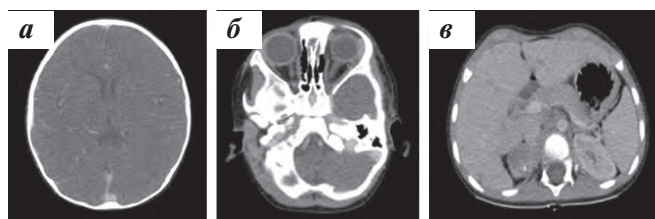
Пациент Н., КТ черепа и органов брюшной полости после 4 курсов ПХТ, полный регресс внутримозгового (а) и ретробульбарного (б) распространения опухоли, а также частичный регресс опухоли правого надпочечника (в)
